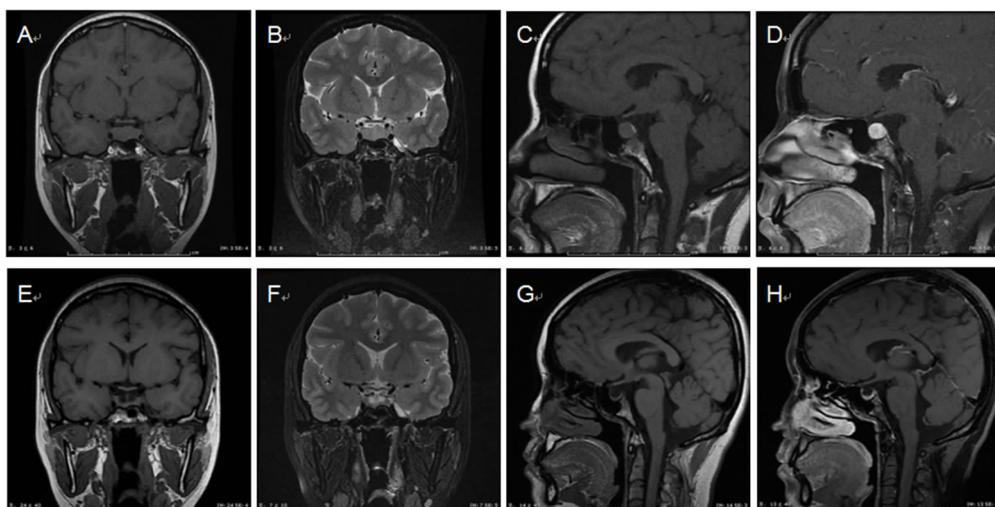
治疗前后垂体 MRI 表现(A~D 为治疗前,E~H 为治疗 9 个月后)
